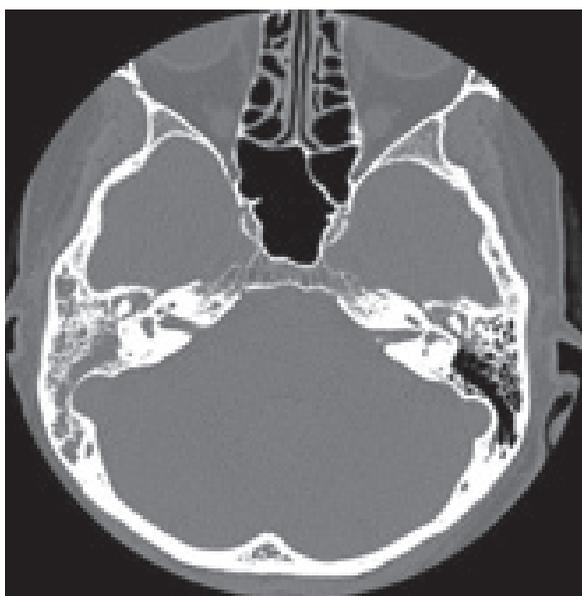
TC dos ouvidos, mostrando opacificação da caixa do tímpano e mastoide bilateralmente, embora mais grave à direita.
